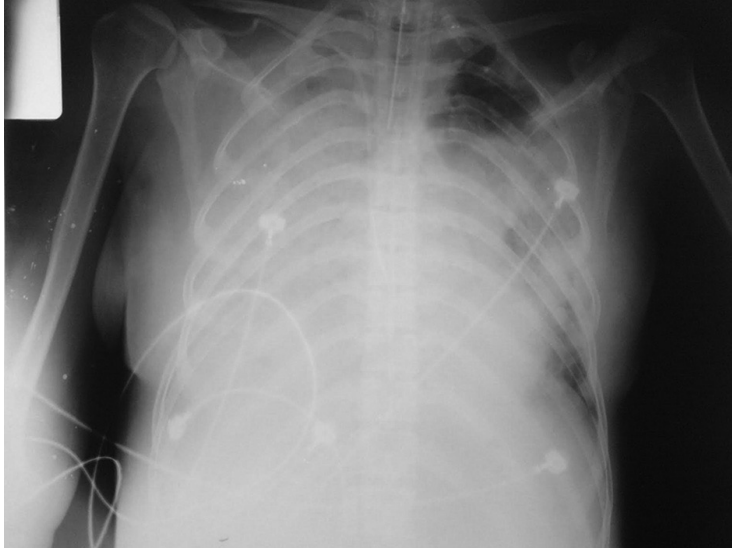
Radiografía característica del síndrome de distrés respiratorio agudo. Tomada de Elisa Estenssoro et al. <sup>(42)</sup>
